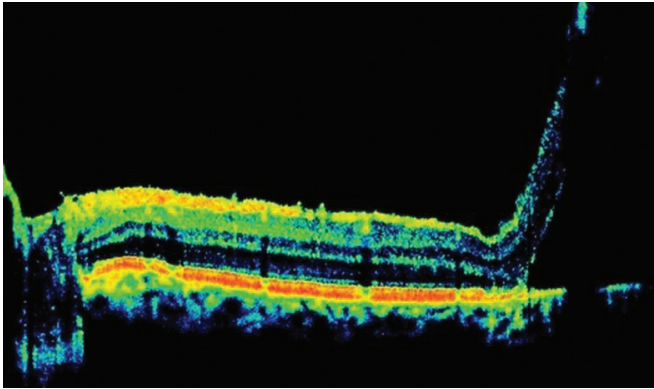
Olgu 1 in sol fundus görüntüsü. Temporalde retinoskizis, büyük iç katman deliği, kalkık iç retinal katman üzerinde retinal damarlar ve geniş güve yeniği pigmenter düzensizlik izleniyor (a). Optik koherens tomografide raster kesitte alt nazalde retinoskizis kaviteleri, vertikal hiperreflektif sütun bağlantıları, kısmen ayrılmış arka hyaloid izleniyor (b).
